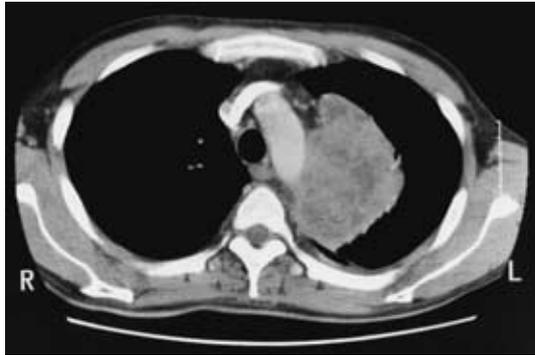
Chest CT revealing a tumor close to the aorta.
